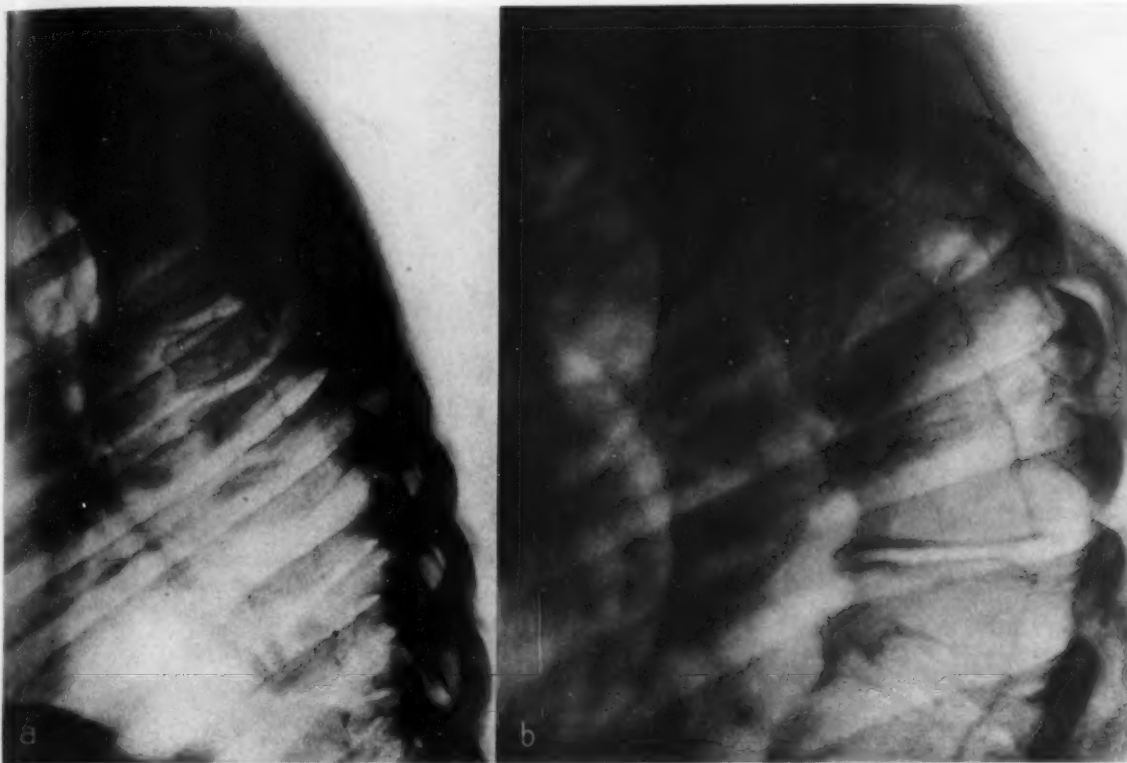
Osteoklastome des 6. und 7. Brustwirbels bei 5jährigem Knaben (Diag. 178 176). a = Aufnahme 1 Monat nach Beginn der Beschwerden. Lipiodolstop in Höhe von Th. 6*). b = Aufnahme 16 Jahre nach Laminektomie und Röntgennachbestrahlung. Patient ist symptomfrei.
